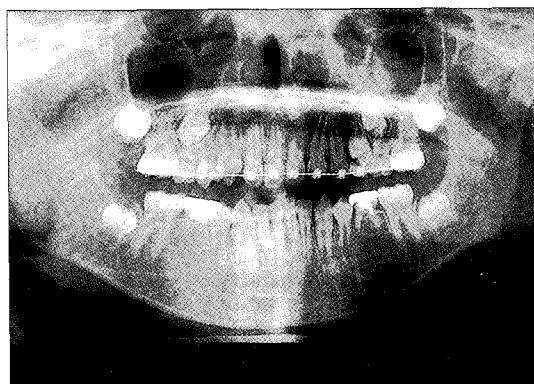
치료 25개월 후 방사선 사진
